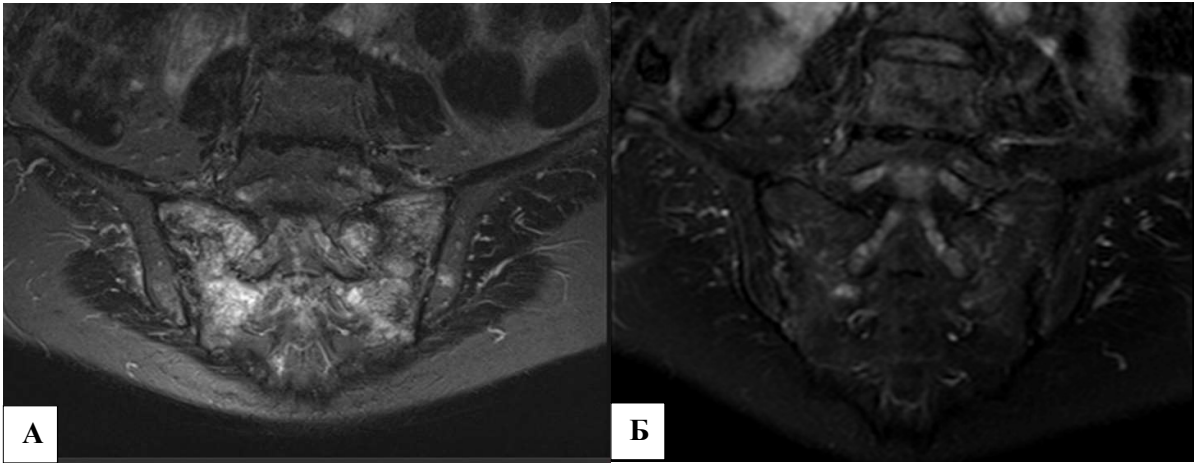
МР-томограммы, А) T2 DIXON ВИ двусторонний сакроилеит, до лечения
